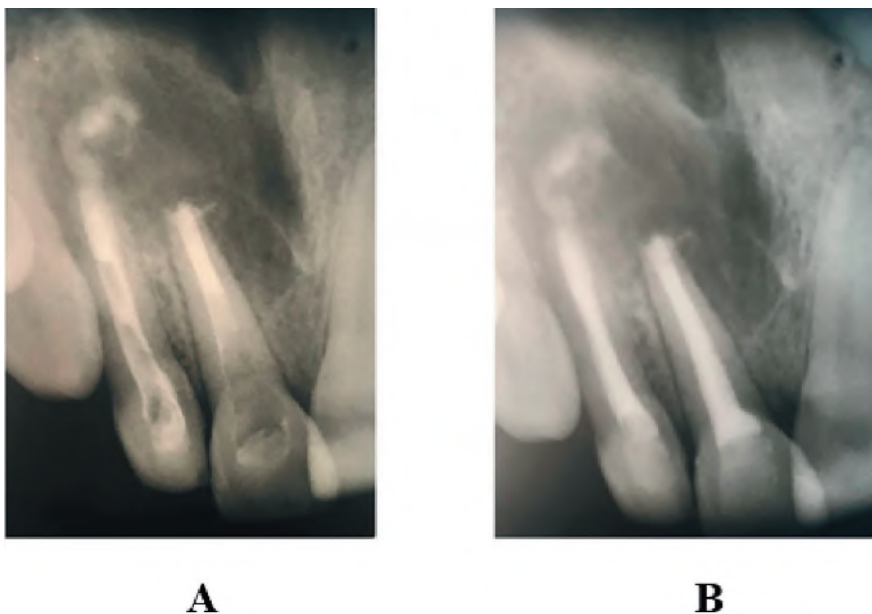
Postoperative X-Ray: A – apical plugs, B – root canals obturation.
